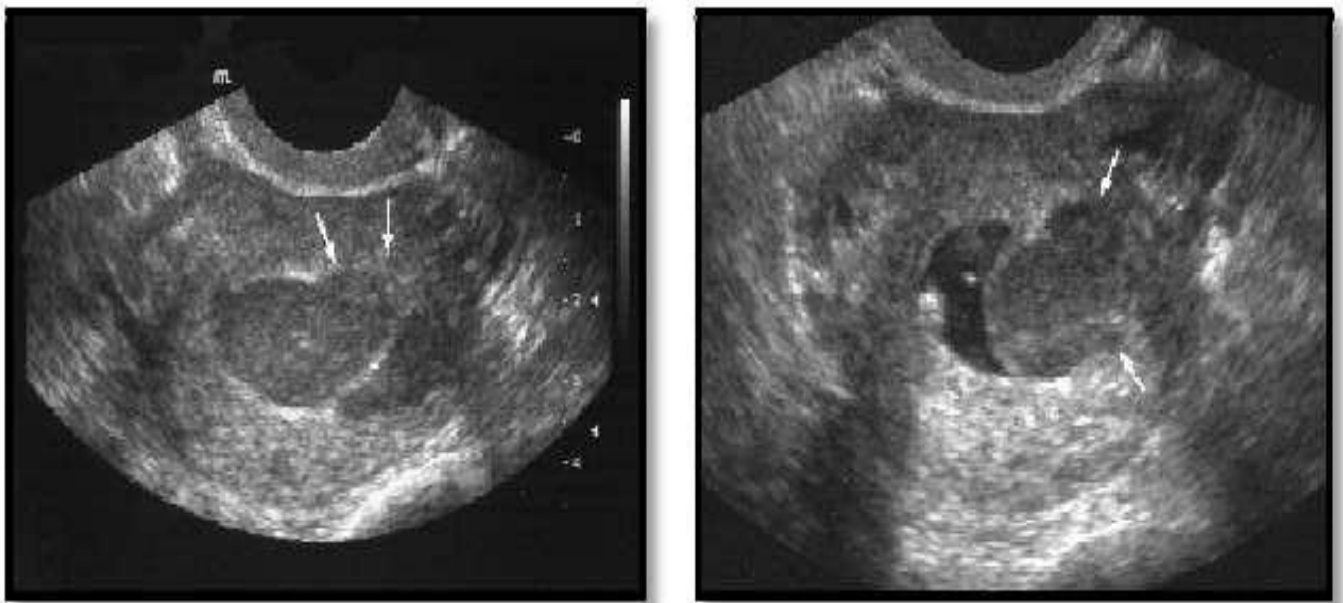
Masse hypoéchogène hétérogène aux limites irrégulières avec infiltration myométriale nodulaire : Aspect échographique d'un sarcome du stroma endométrial indifférencié [61].
